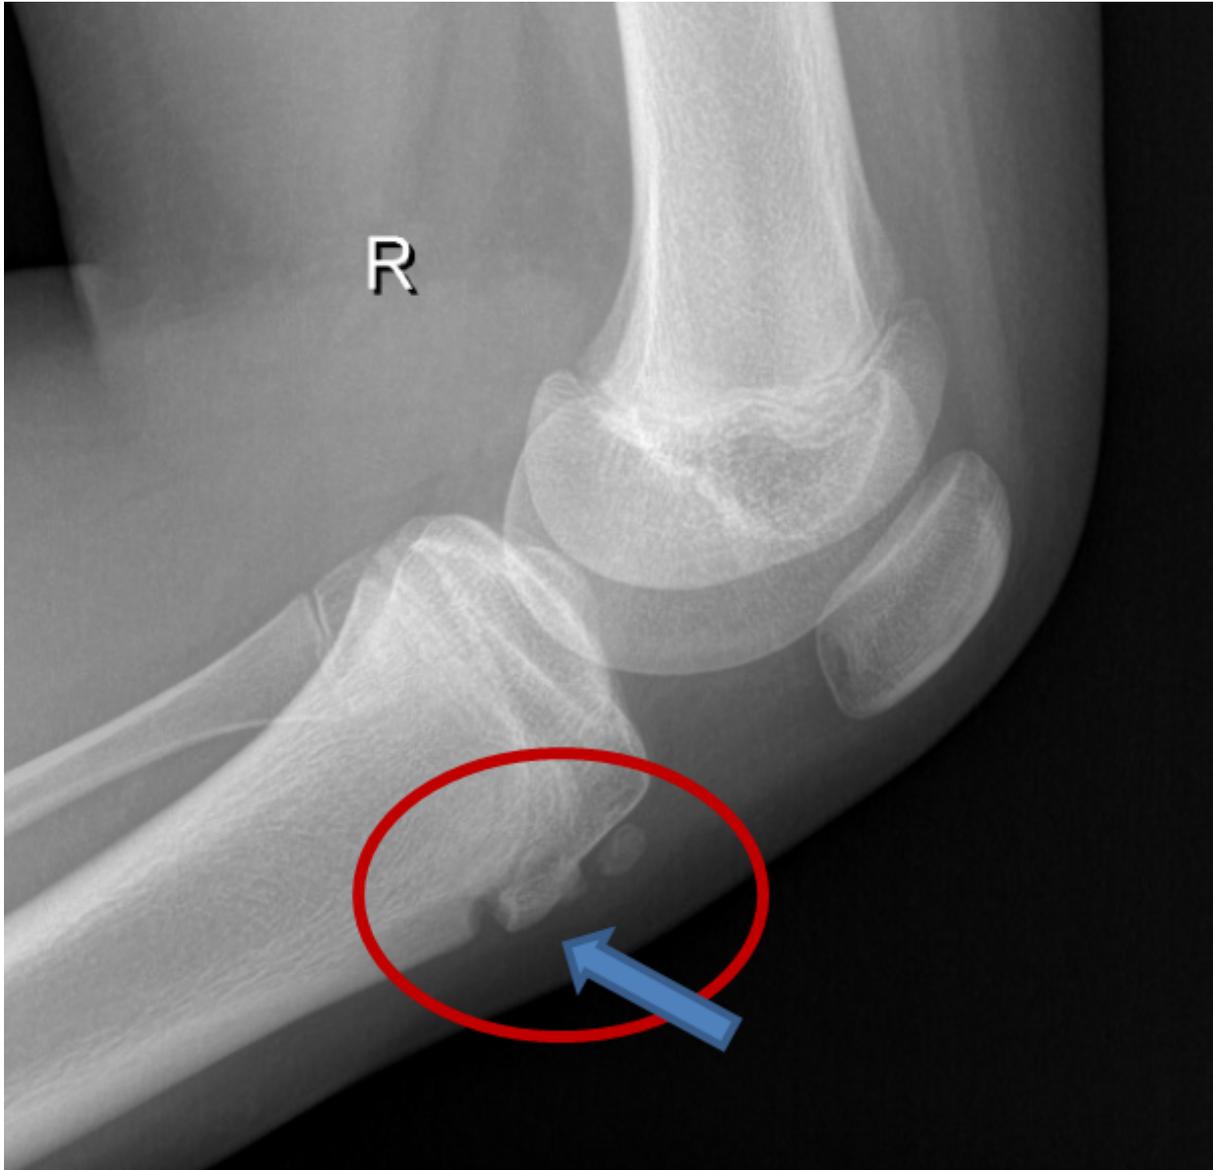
Radiografía de rodilla que muestra el despegamiento y pequeño fragmento del tubérculo tibial anterior
